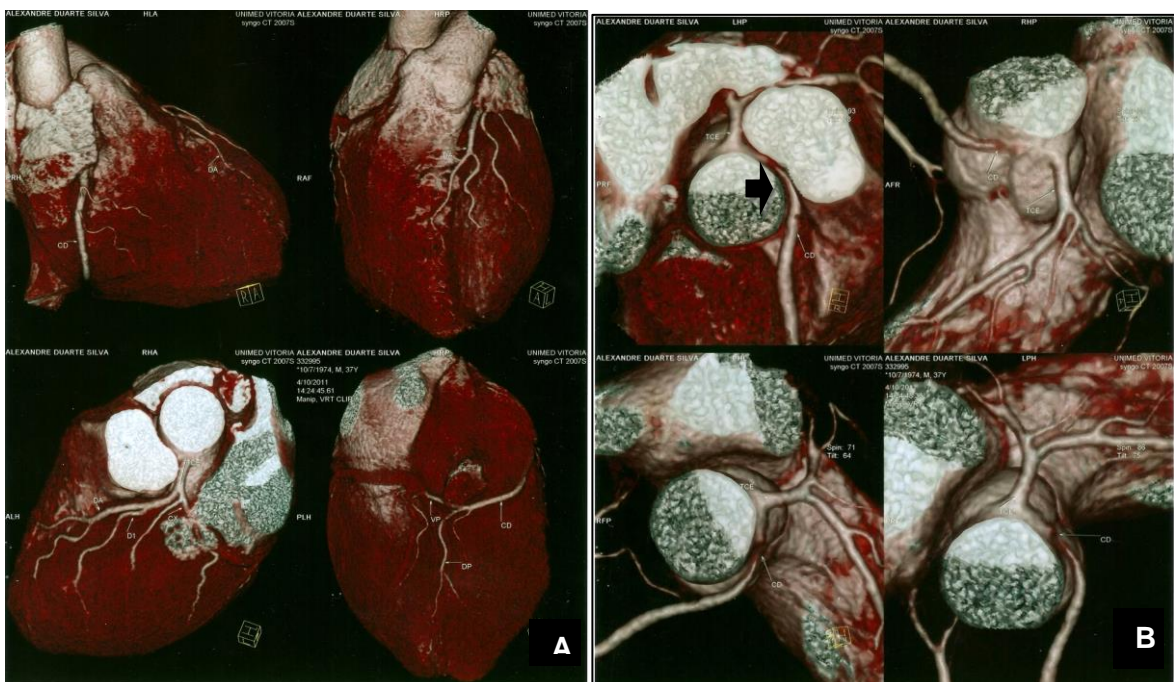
Reconstrução em terceira dimensão em angiotomografia de coronárias em tomógrafo de 64 canais. Em A, visão em plano frontal demonstra principais coronárias e anomalia de origem de coronária direita. Em B, visualiza-se origem de CD em seio coronariano oposto com trajeto retroaórtico e compressão extrínseca de terço proximal da coronária direita por artéria pulmonar.
